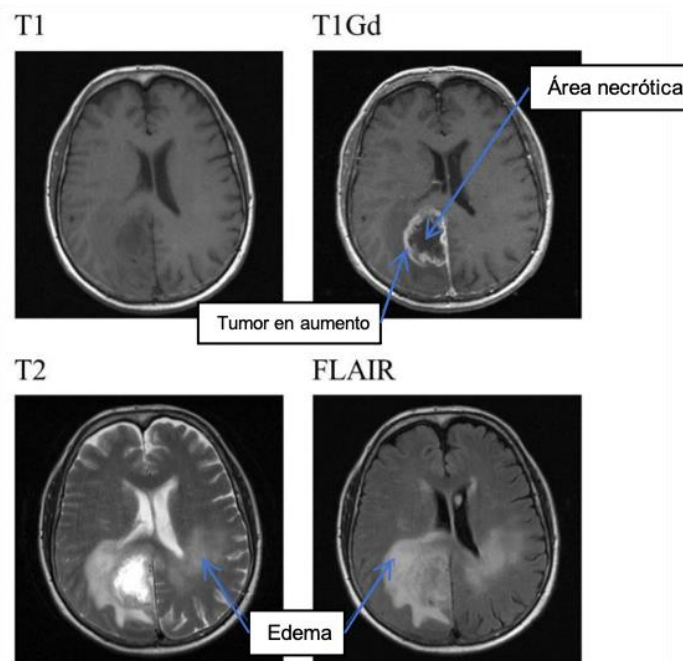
Tipos de RM para la detección de tumores. Figura traducida de [15]
